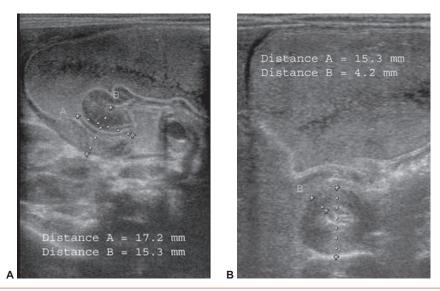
Échographie d'une sténose du pylore. A. Coupe longitudinale. B. Coupe transversale.
